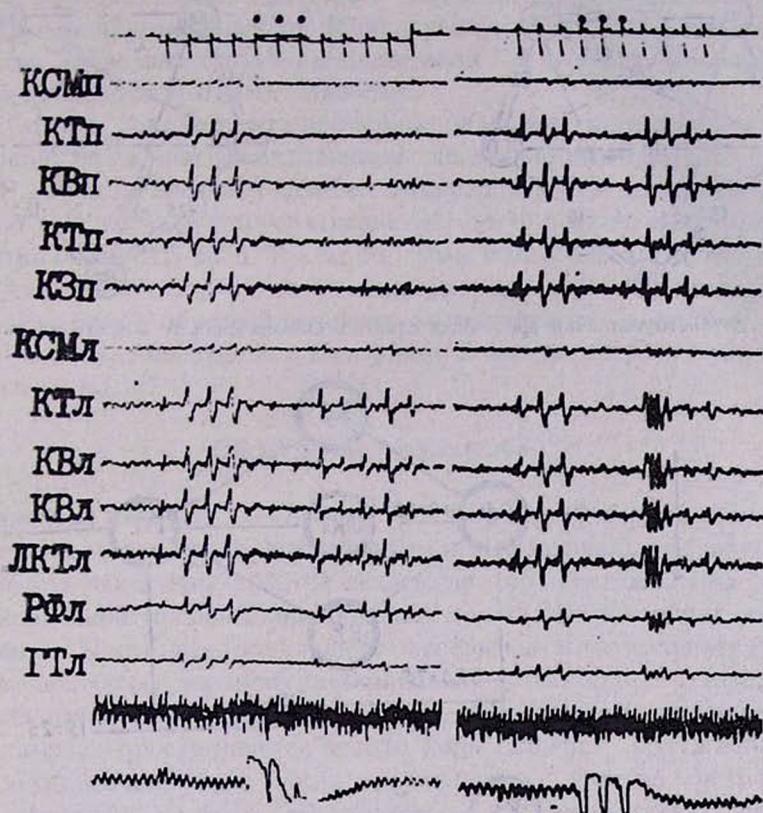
Электроэнцефалограмма мозга кролика. В вызванных ответах регистрируются одиночные медленные колебания; пример мультипликации медленного колебания. Обозначения: КСМ—кора сенсомоторная, КТ—кора теменная, КВ—кора височная, КЗ—кора затылочная, ЛКТ—латеральное коленчатое тело, РФ—ретикулярная формация, ГТ—гипоталамус. Индексы л/ и п/ означают принадлежность данной структуры к левому или правому полушарию. На первом канале—отметка времени 1 сек (вверх) и отметка светового раздражения (вниз). Черными точками отмечены вспышки света, одновременно с которыми наносилось болевое электрокожное раздражение.
